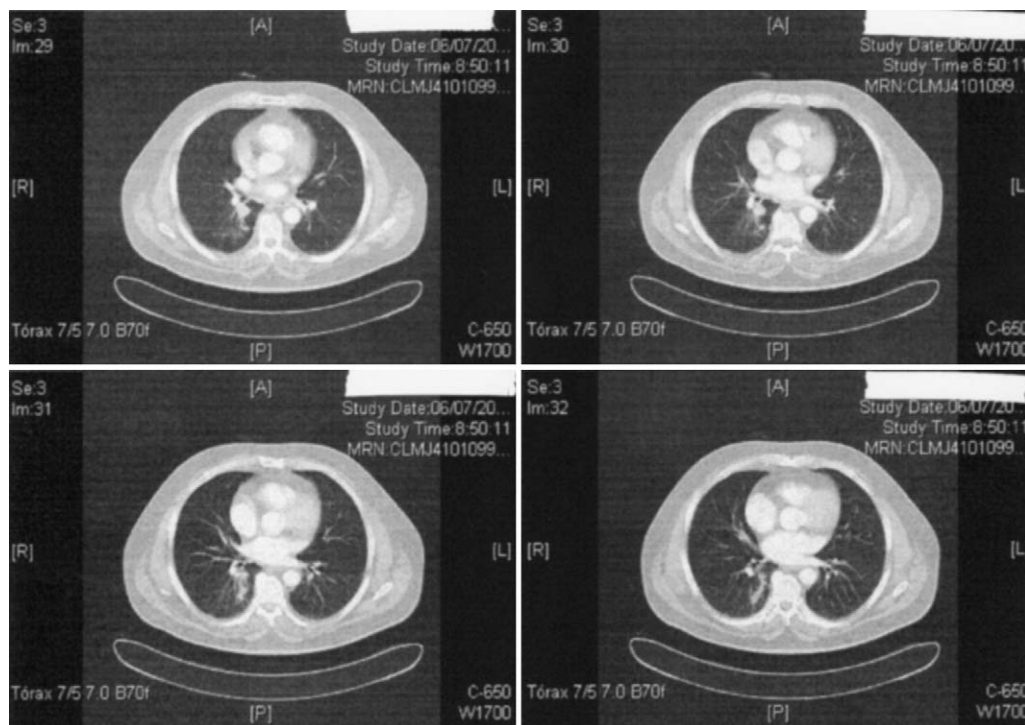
TAC torácica. Nódulo sólido adyacente a la pared posterior del bronquio intermediario que podría corresponder a una adenomegalia.
